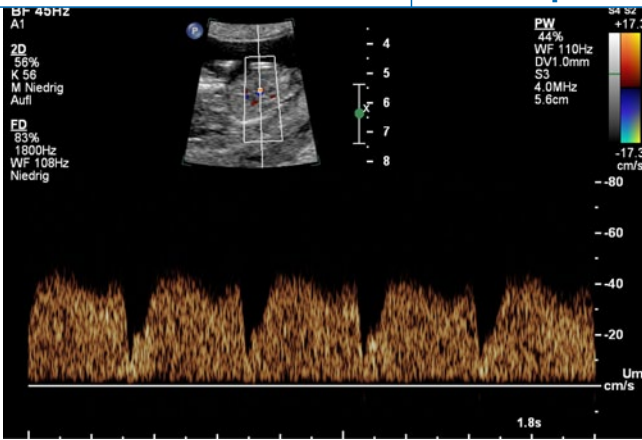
▲ Spektraldopplersonographische Darstellung normaler Blutflusskurven des Ductus venosus
